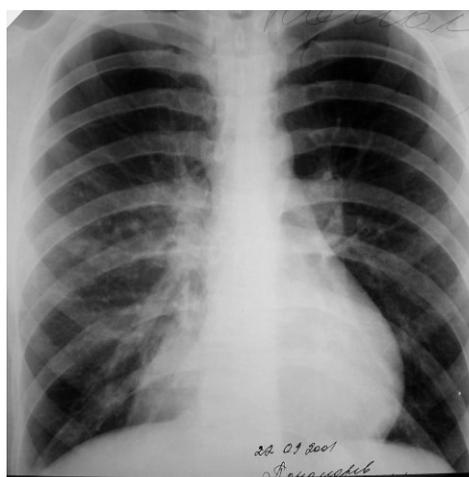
Бронхиолоэктатическая эмфизема, рентгенограмма ОГП.
